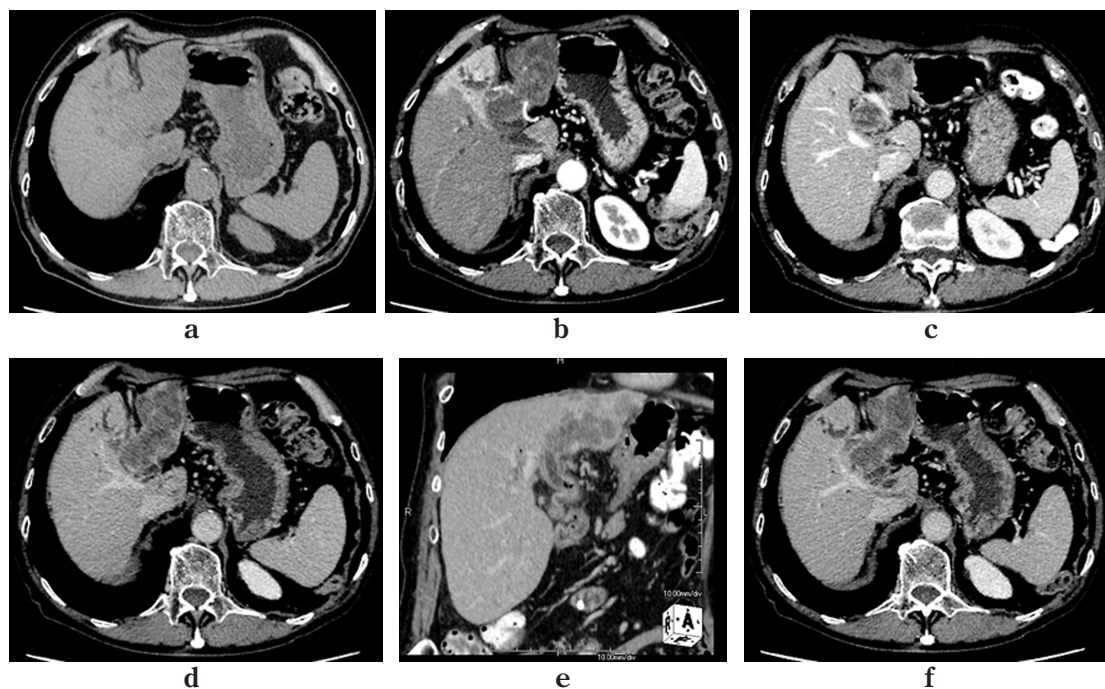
a. 初診時 CT (単純, 横断面). 外側区域から門脈臍部まで不整形の低吸収域を認めた.
